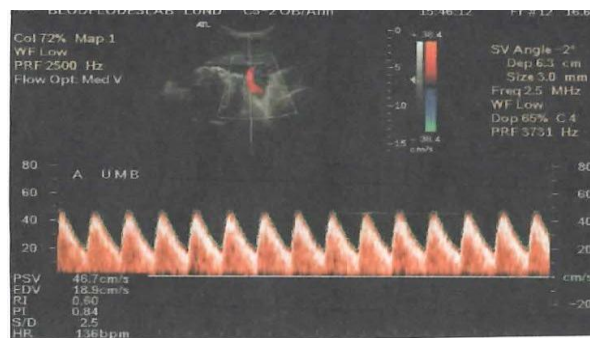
Dopplereffekt ved hastighetsmåling av blodstrøm i et blodkar (Maulik 2005)
